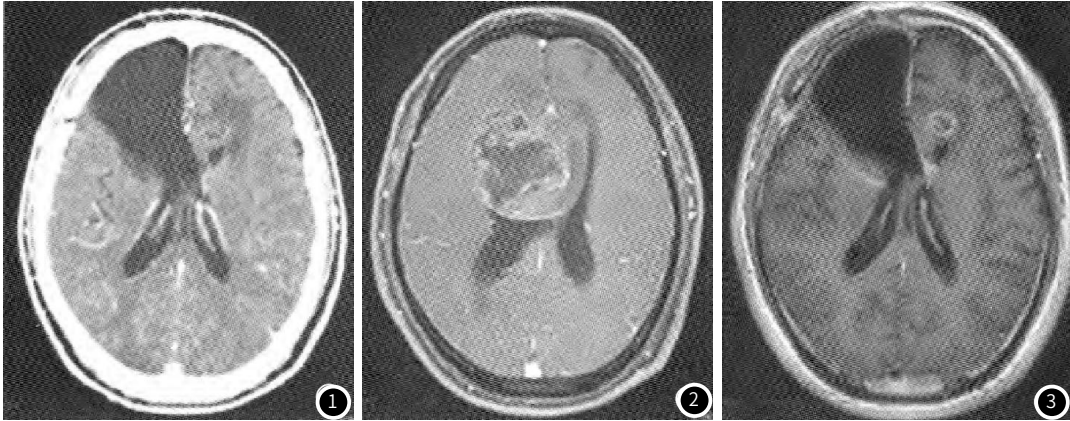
增强CT图像发现患者胶质瘤术后发生变化, 其右额叶呈现楔形低密度区, 并且左额叶呈现稍低密度影(为不规则片状), 进行增强后未发现明显强化表现。图2: 术前MRI图像发现两侧额叶、膝部与胼胝体部呈现混杂长T1以及混杂长T₂信号, 并且呈混杂团块状, 予以增强后病变表现出明显强化的相应不均匀环形。图3: 术后MRI图像发现右额叶、膝部与胼胝体部具有长T₁以及长T₂信号, 且呈大片状, 患者左侧额叶具有混杂信号影, 呈现类圆形, 病变组织边缘与左侧额叶呈现片状水肿信号影, 予以增强后边缘表现为形强化。
